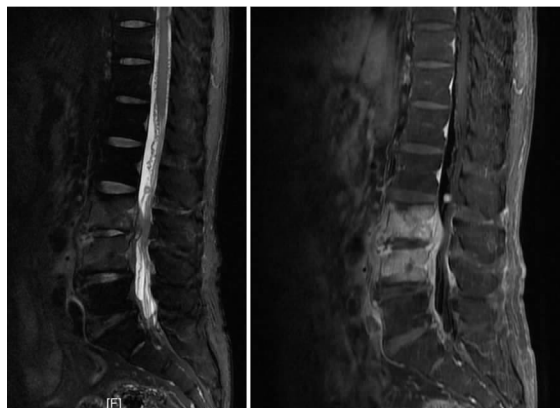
MRI 矢状位 T2 加权显示病变椎体及椎间盘呈不均匀信号,椎间隙明显变窄;增强显示椎体及病灶明显强化,硬膜外炎性肉芽形成
